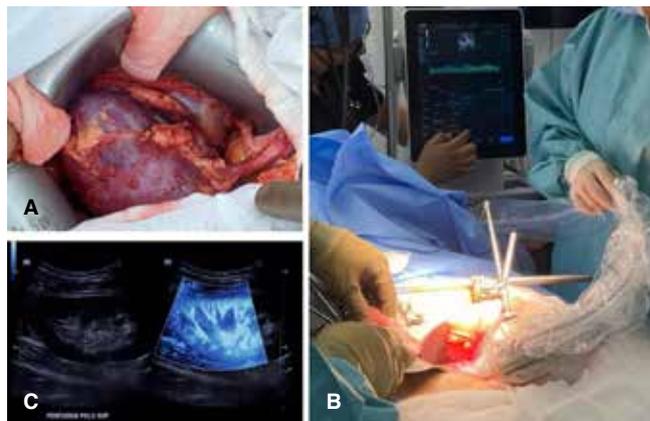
A) Injerto renal con hematoma en polo superior a la reperfusión. B) Imagen representativa de toma de ultrasonido Doppler intraoperatorio. C) Ultrasonido Doppler color de injerto renal de control 24 horas posttrasplante.
